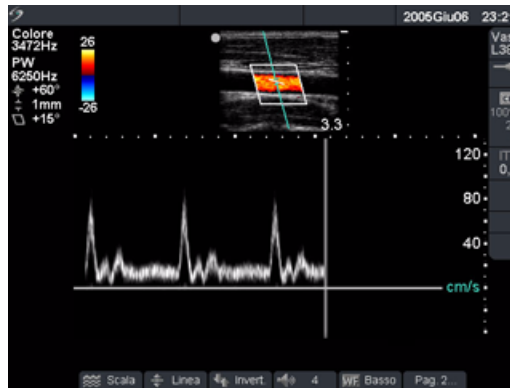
Immagine della traccia Doppler
